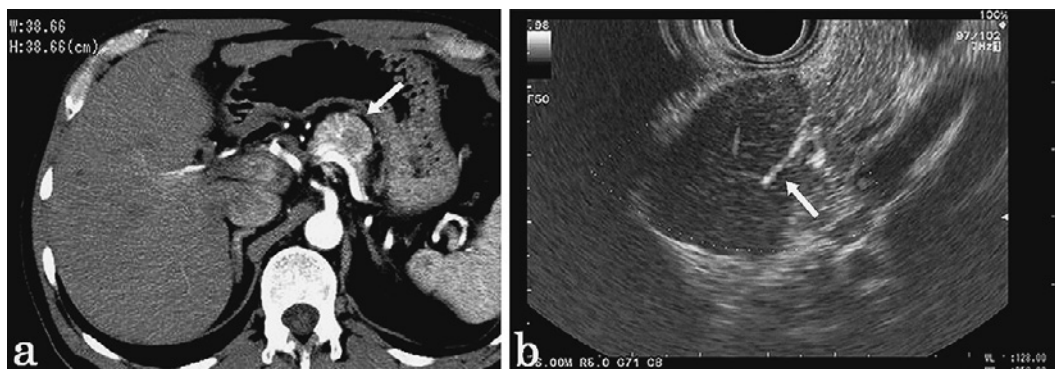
CT scan showing a well-demarcated and 30-mm diameter tumor with enhancement in the arterial phase just above the pancreatic body (a). Endoscopic ultrasonography showing a well-demarcated, hypo-echoic solid mass with a vascular appearance on Doppler beside the pancreatic body (b).
